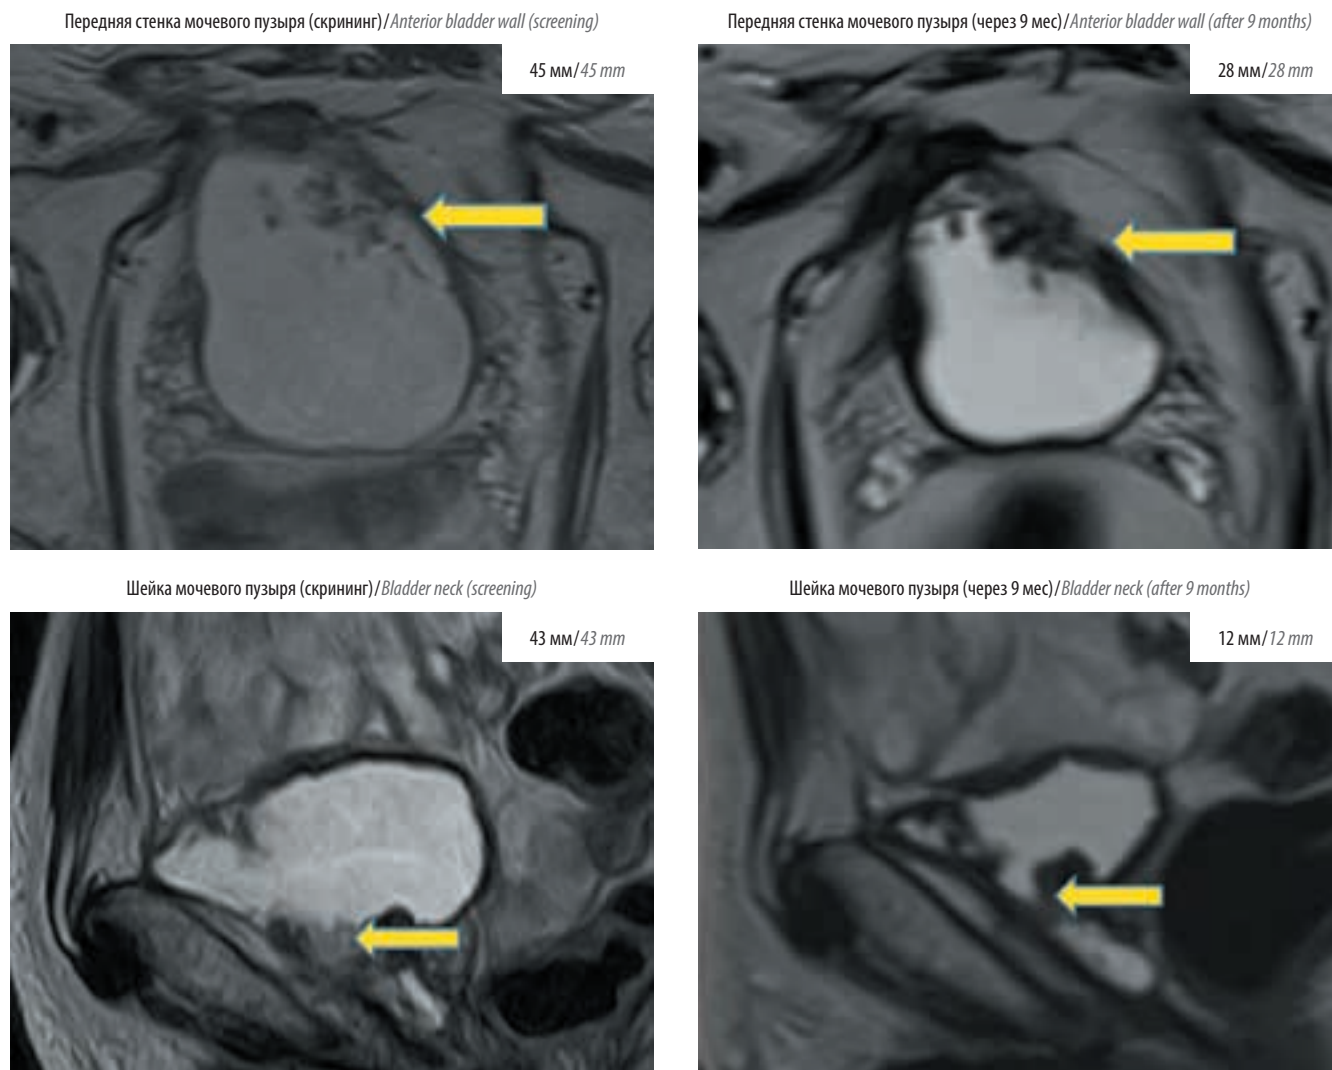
Изменения целевых очагов (стрелки) по данным магнитно-резонансной томографии малого таза в процессе лечения пациента П.
